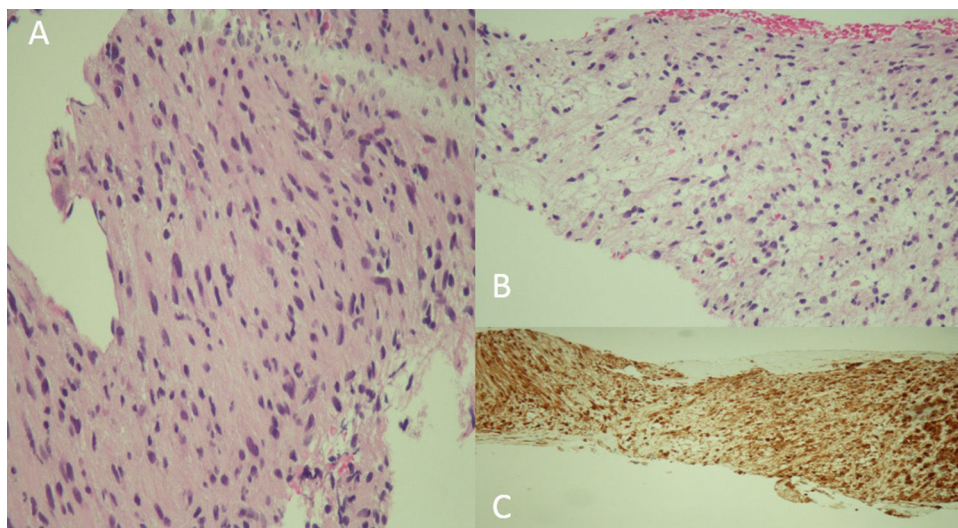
Anatomía patológica de biopsia con aguja gruesa guiada por ecografía (BAG) de la lesión de partes blandas localizada en la región intercostal lateral del hemitórax derecho.
